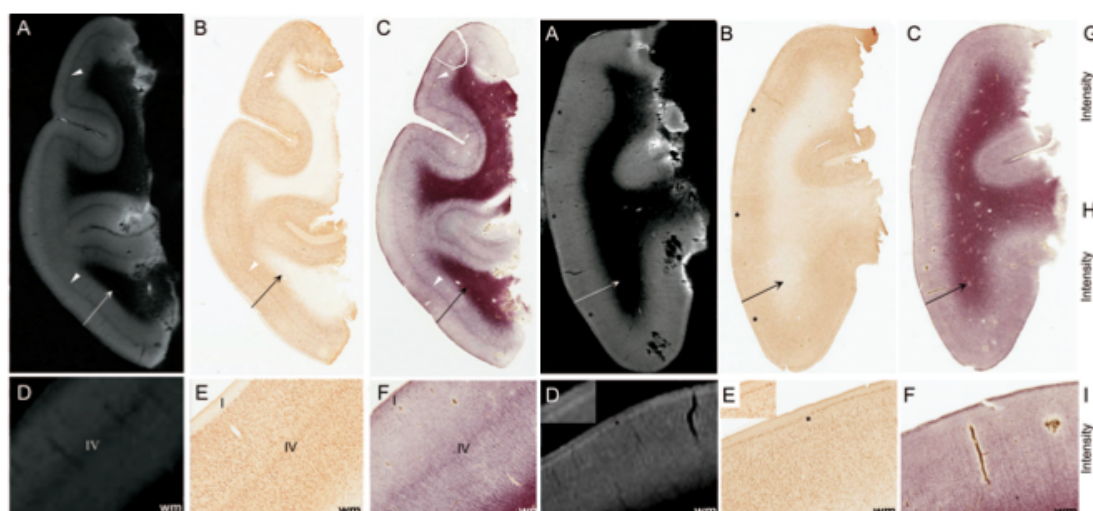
Figura del trabajo de Garbelli que muestra un ejemplo de corteza normal en una preparación de un lóbulo temporal con la imagen en RM de 7T (A,D) y en los cortes histológicos (B,C,E,F); así como un ejemplo de DCF tipo I en las columnas de la derecha con imágenes correspondientes también etiquetadas como A, B y C en el caso de una CDF tipo I donde puede observarse pérdida de la visualización de la capa IV.
